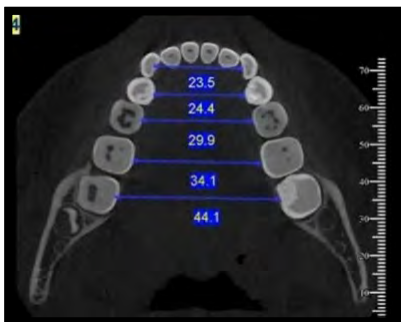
Medidas linguales y orientación de los dientes. Imágenes digitales y en 3D Tomografía Volumétrica Cone Beam.⁸
